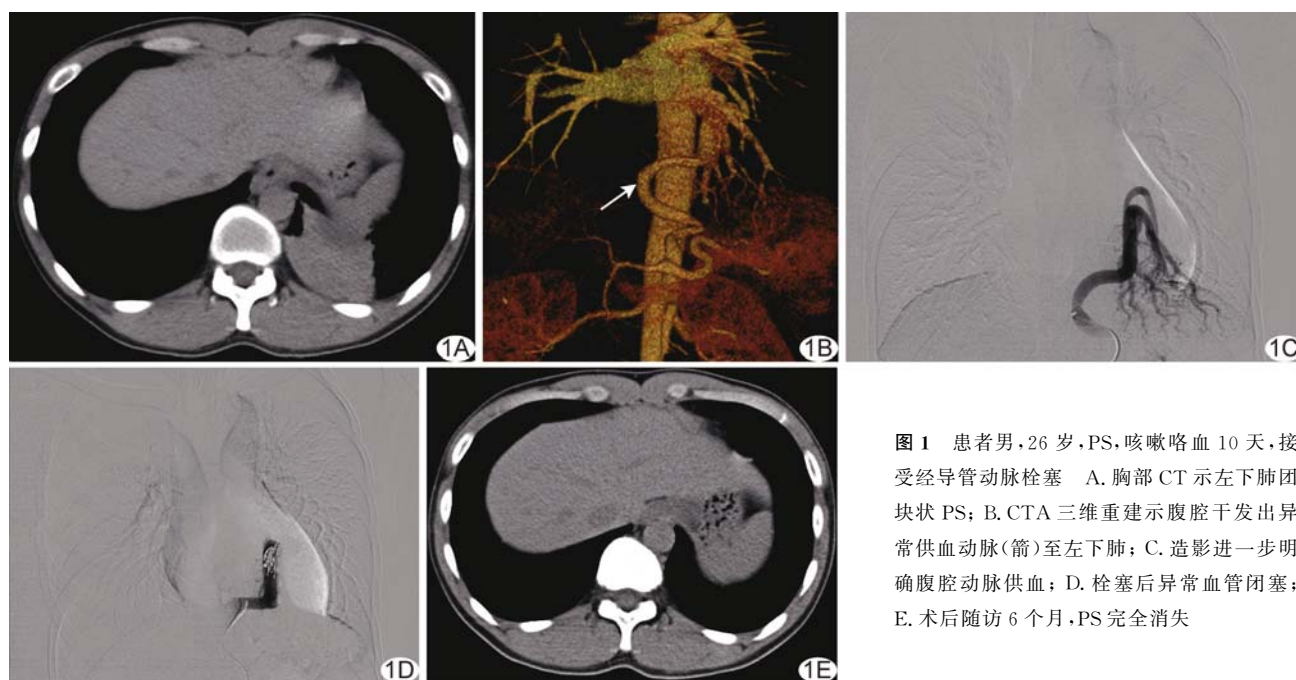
患者男,26岁,PS,咳嗽咯血10天,接受经导管动脉栓塞 A.胸部CT示左下肺团块状PS; B. CTA三维重建示腹腔干发出异常供血动脉(箭)至左下肺; C.造影进一步明确腹腔动脉供血; D.栓塞后异常血管闭塞; E.术后随访6个月,PS完全消失
